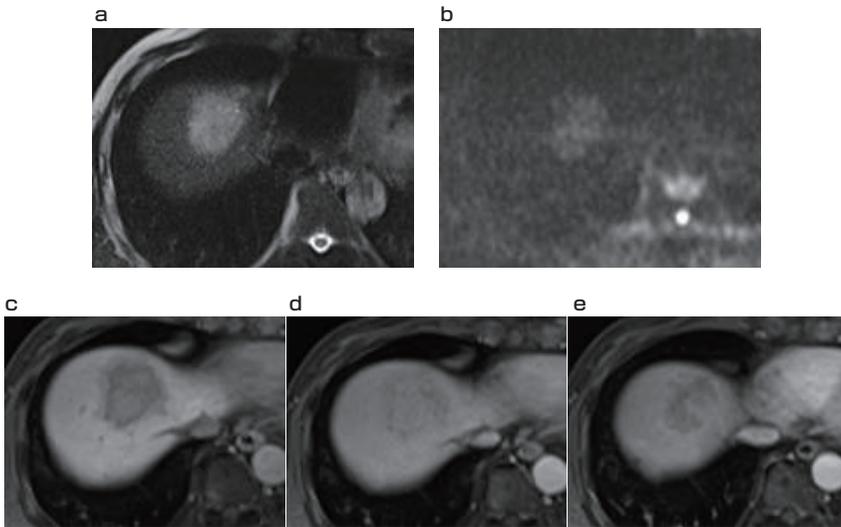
頭側腫瘍EOB MRI所見 a T2強調像 b 拡散強調像 c 造影動脈優位相 d 造影門脈優位相 e 造影肝実質相
